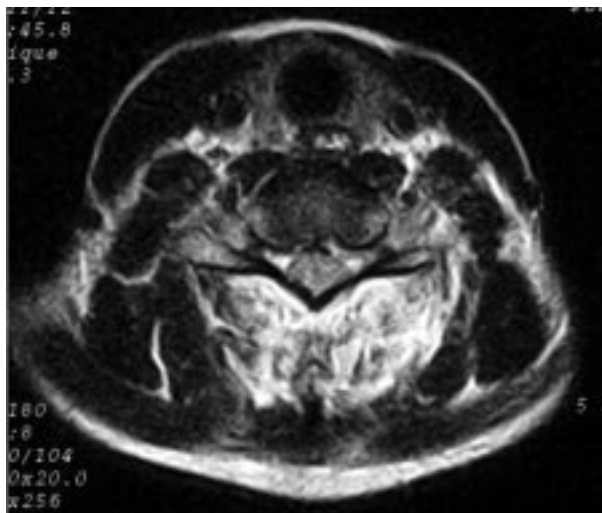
Corte transversal por RM en secuencia T2 de la misma paciente de la figura 3. Se observa la existencia de un infiltrado hemorrágico en la región posterior de la columna cervical (*asterisco*).
